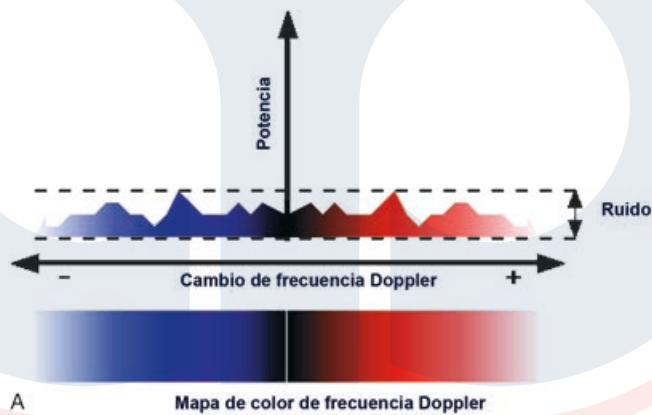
Frecuencia y mapeo en color en modo de potencia. A) El Doppler a color convencional usa el mapa de color para mostrar diferencias en la dirección del flujo y en el cambio de frecuencia Doppler. Debido a que el ruido aparece sobre el espectro de frecuencia completo, los niveles de ganancia están limitados a aquellos que no introducen ruido excesivo. B) El mapa de color del Doppler de potencia, en contraste, indica la amplitud de la señal Doppler. Debido a que la mayor parte del ruido es de baja amplitud, es posible mapear esto a colores cercanos al fondo. Esto permite el uso de ajustes de ganancia que ofrecen mejoras significativas sobre el Doppler a color convencional en la detección del flujo.
